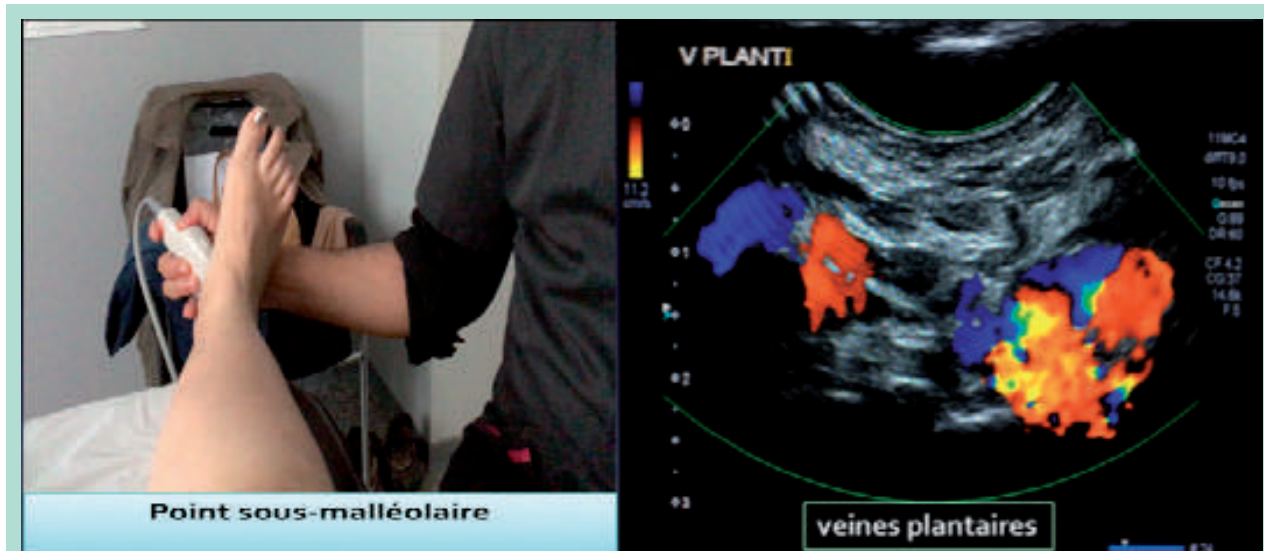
Veines plantaires latérales VPL et médiales VPM, après chasse distale au doppler couleur. [12]
